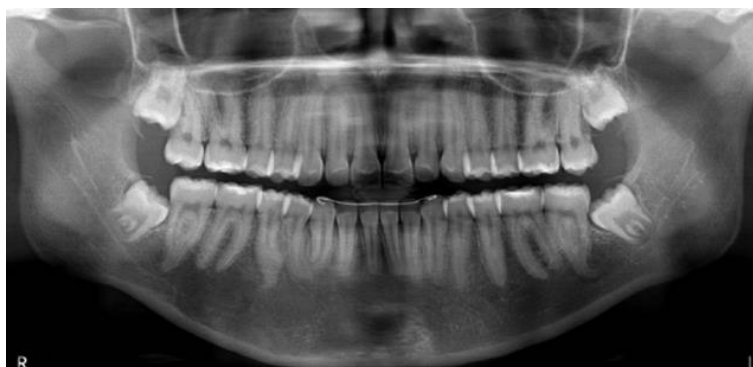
Radiographie panoramique finale après traitement orthodontique associé à la décompression de la TOK (83)
